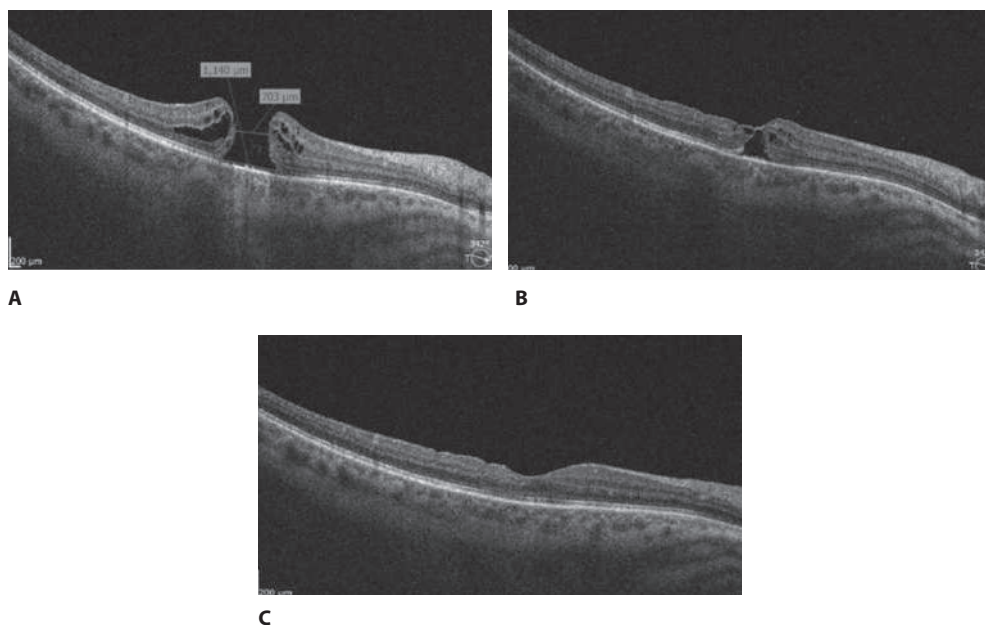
Оптическая когерентная томограмма глазного дна пациента П. с макулярным отверстием: А – до операции МЛД составил 703 мкм; В – через 1 месяц после оперативного лечения структурная целостность макулярной зоны не восстановлена, визуализируется инвертированный лоскут ВПМ; С – через 3 месяца после операции МО закрыто
